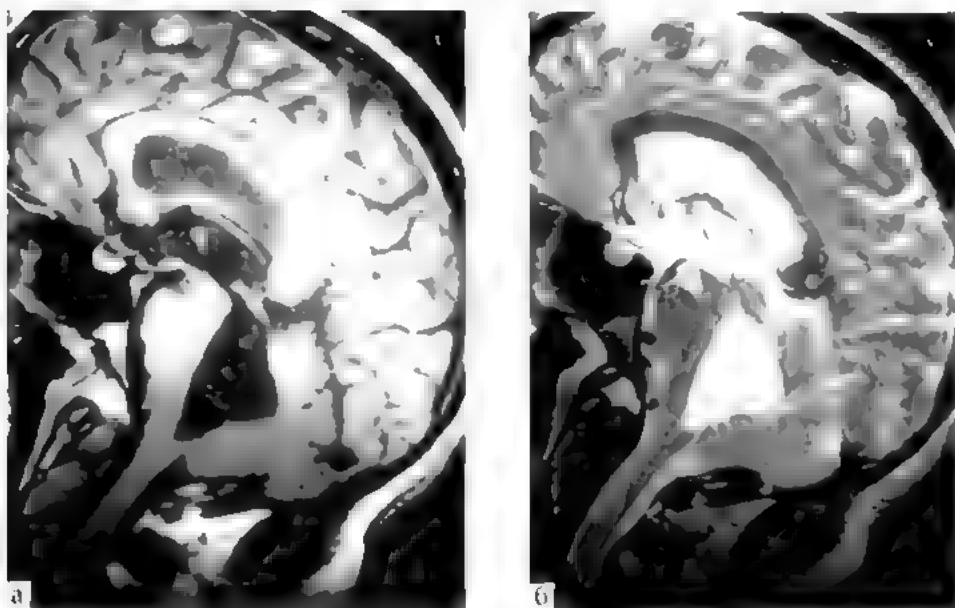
Аномалия Денди—Уокера (атрезия отверстий Мажанди и Лушки): МРТ: а, б — T1-взвешенное изображение. IV желудочек резко расширен, отверстие Мажанди отсутствует. Отверстие Лушки также атрезировано, на этих срезах не визуализируется
